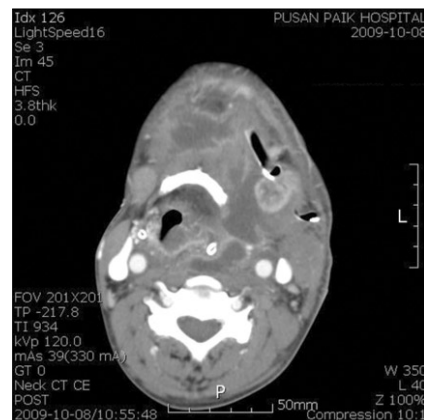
Axial view of CT shows more increased pus formations of the left submandibular, lateral pharyngeal, retropharyngeal, right submandibular, submental and prevertebral space and more increased deviation of upper airway tract to right than previous axial view of CT.
